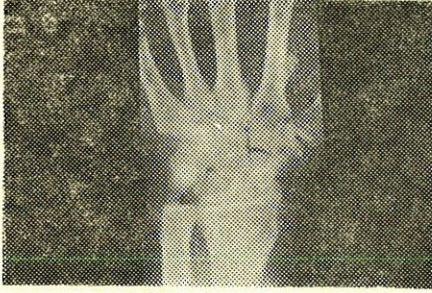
Aynı hastanın oblik bilek grafisi.
